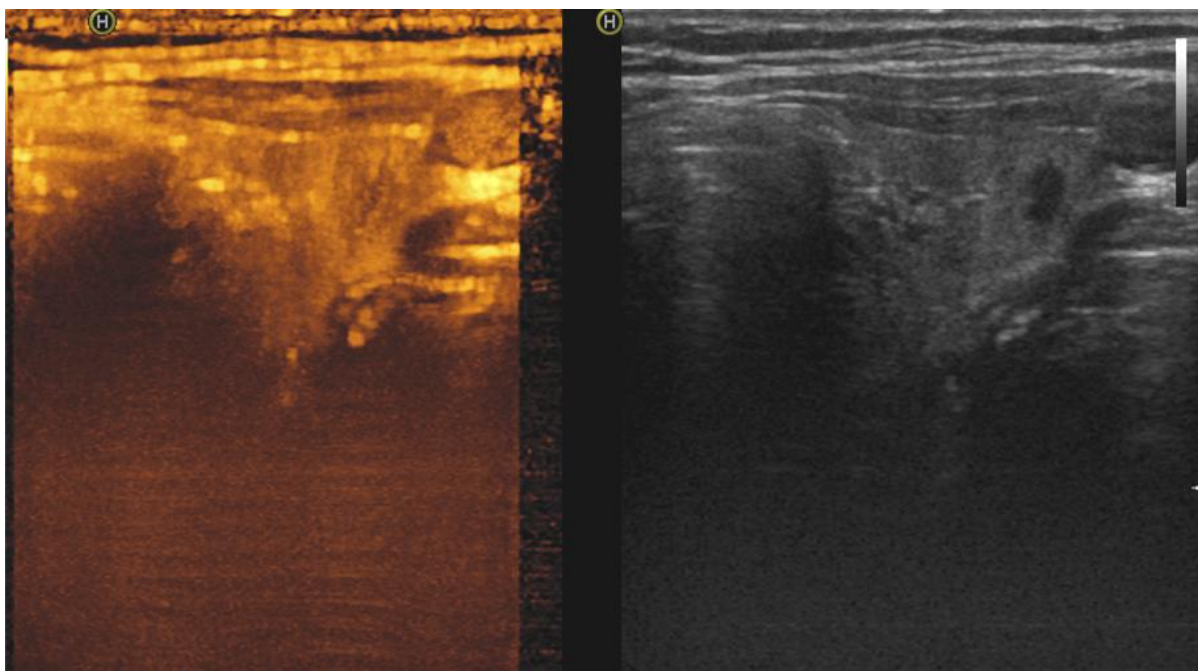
Контраст-усиленное УЗИ щитовидной железы.
